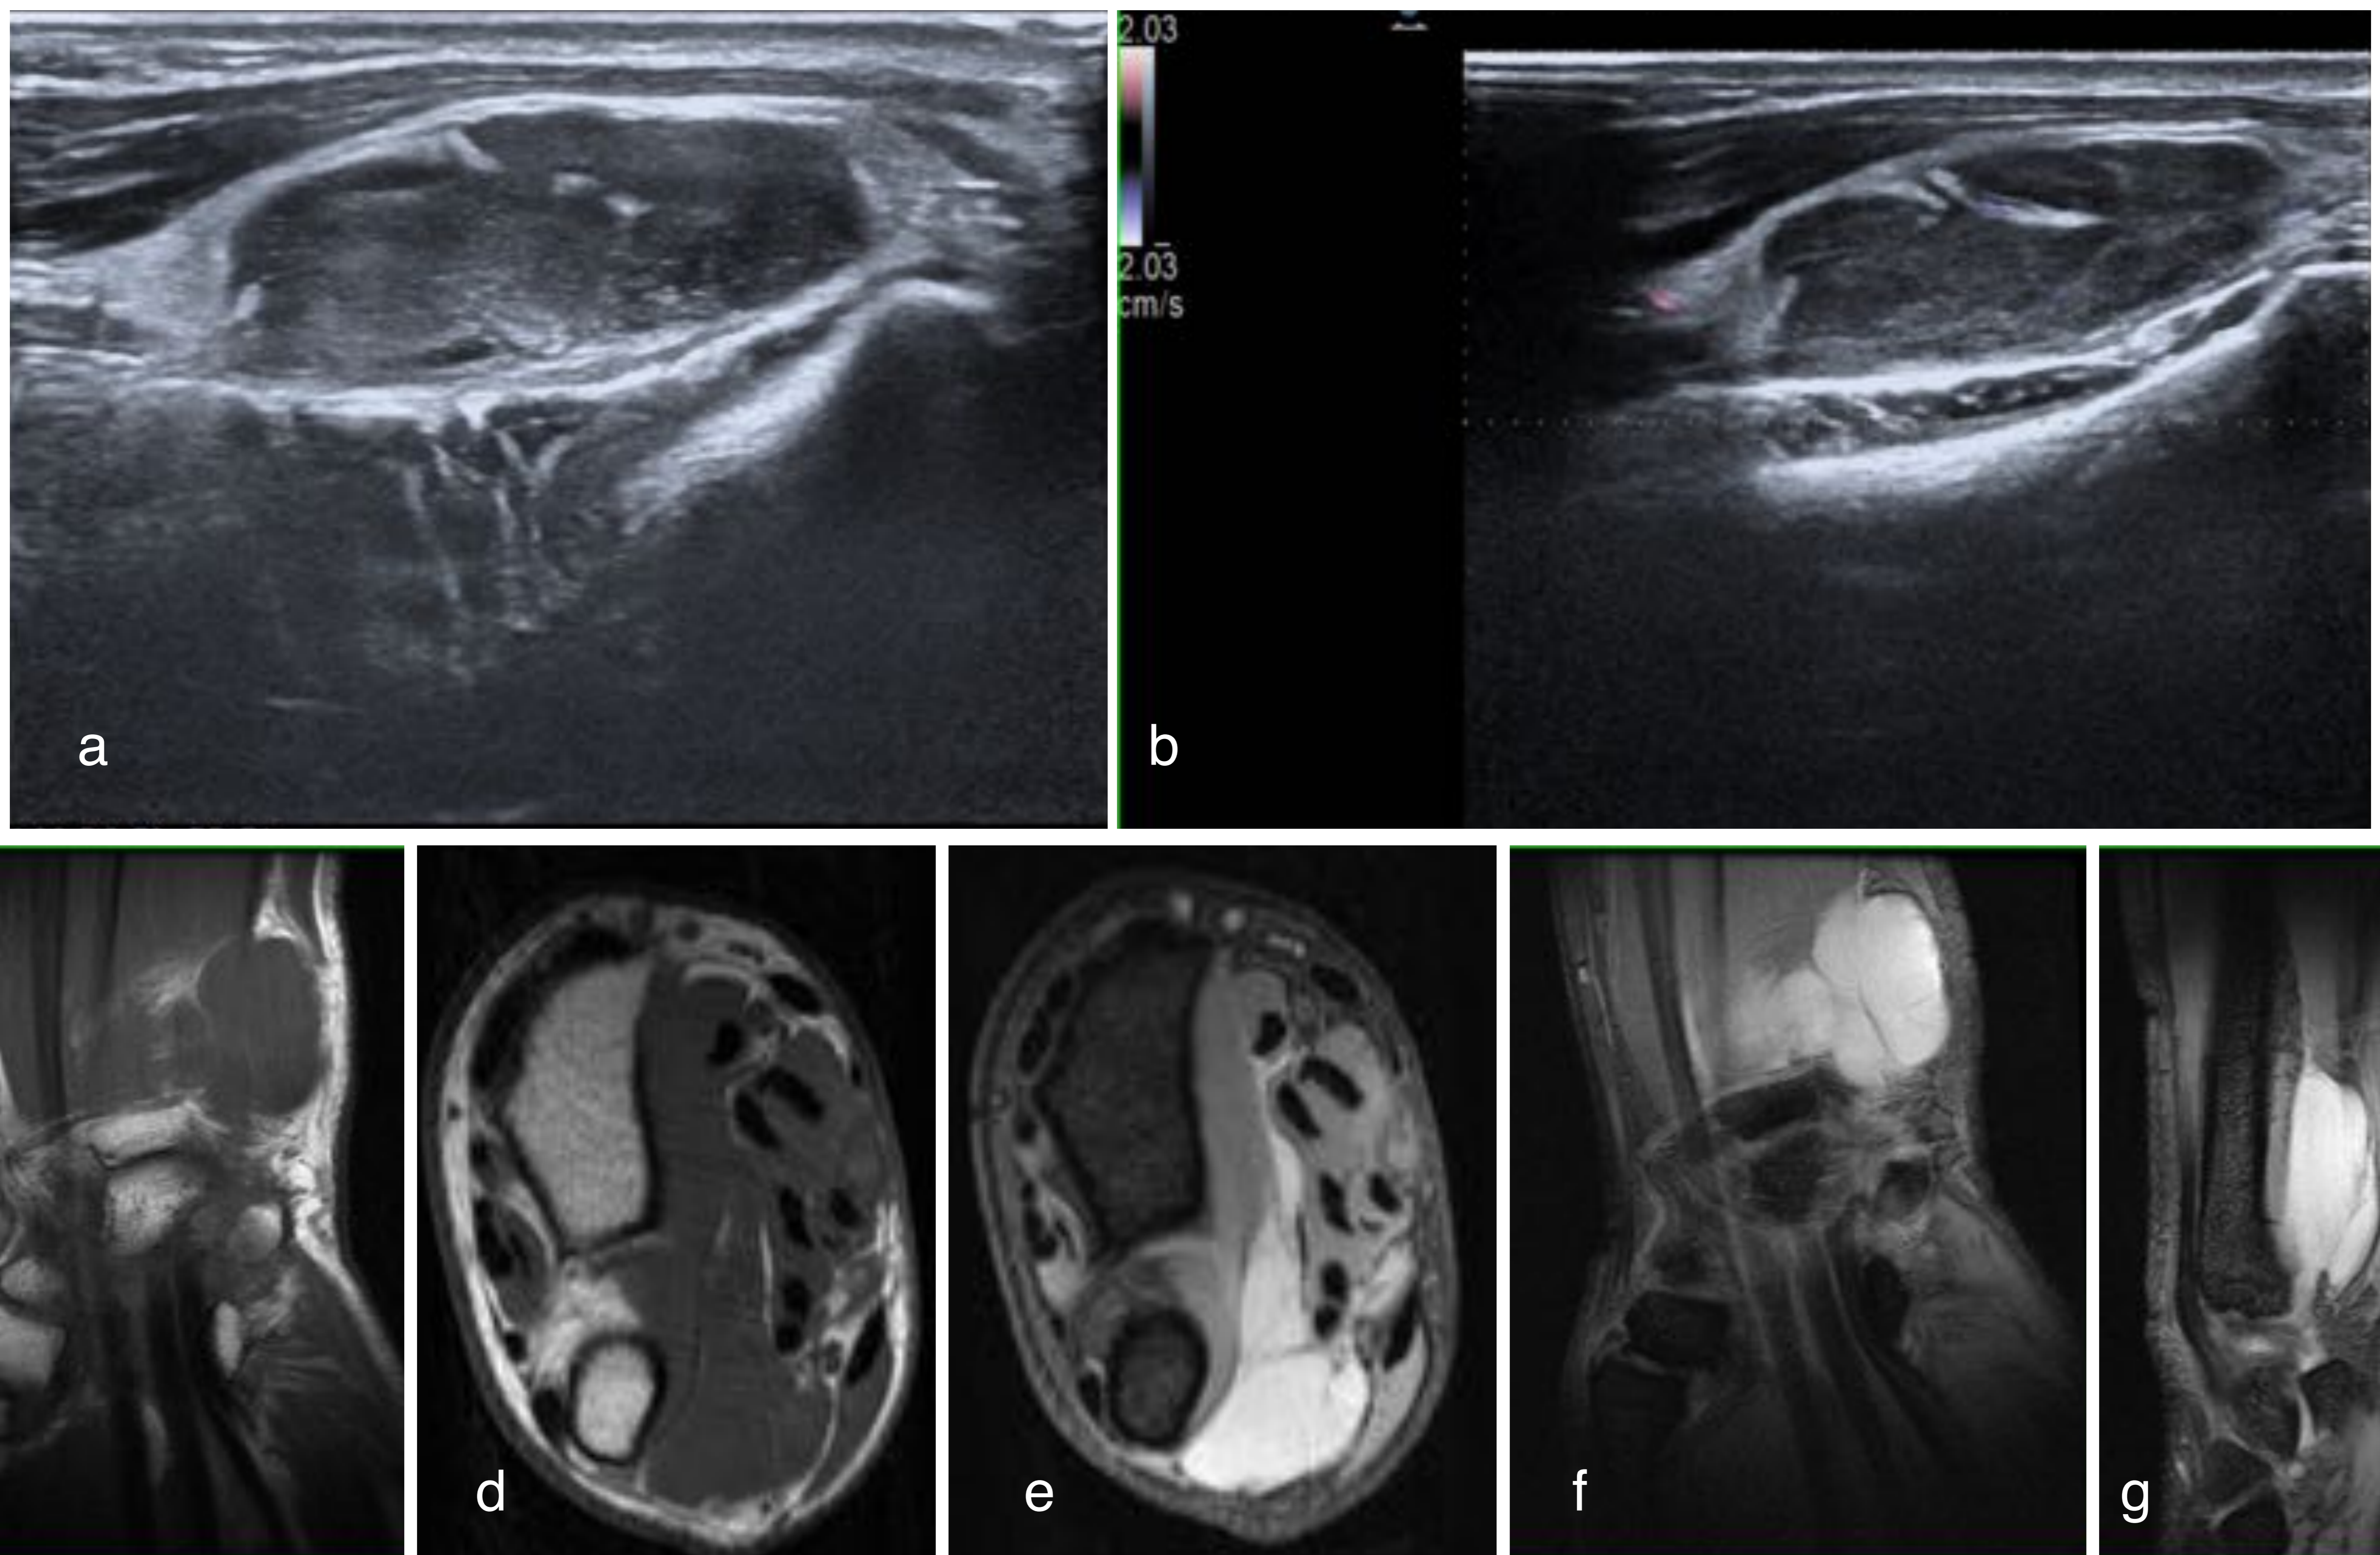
paciente de 68 años, consulta por bultoma en región cubital de la muñeca. Ecografía (a) y ecografía Doppler (b), RM secuencia T1 FSE coronal (c) y axial (d), MERGE axial (e), coronal (f) y sagital (g). Tumorción en vertiente cubital de la muñeca derecha, que se extiende en planos profundos entre los tendones flexores y el músculo pronador cuadrado, de 8,3 x 2 x 4 cm (plano axial y craneo-caudal). Presenta señal hiperintensa en secuencia potenciada en T2, con tabiques finos hipointensos y señal isohipointensa en T1. Anatomía patológica: mixofibrosarcoma de bajo grado.
